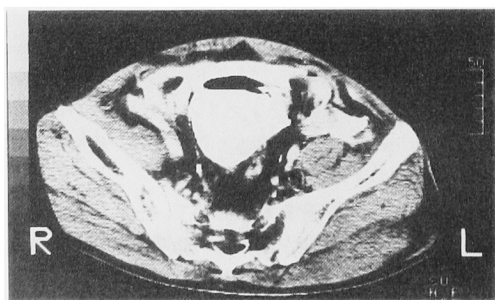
CT scan shows perivesical extravasation of contrast medium (case 1)
